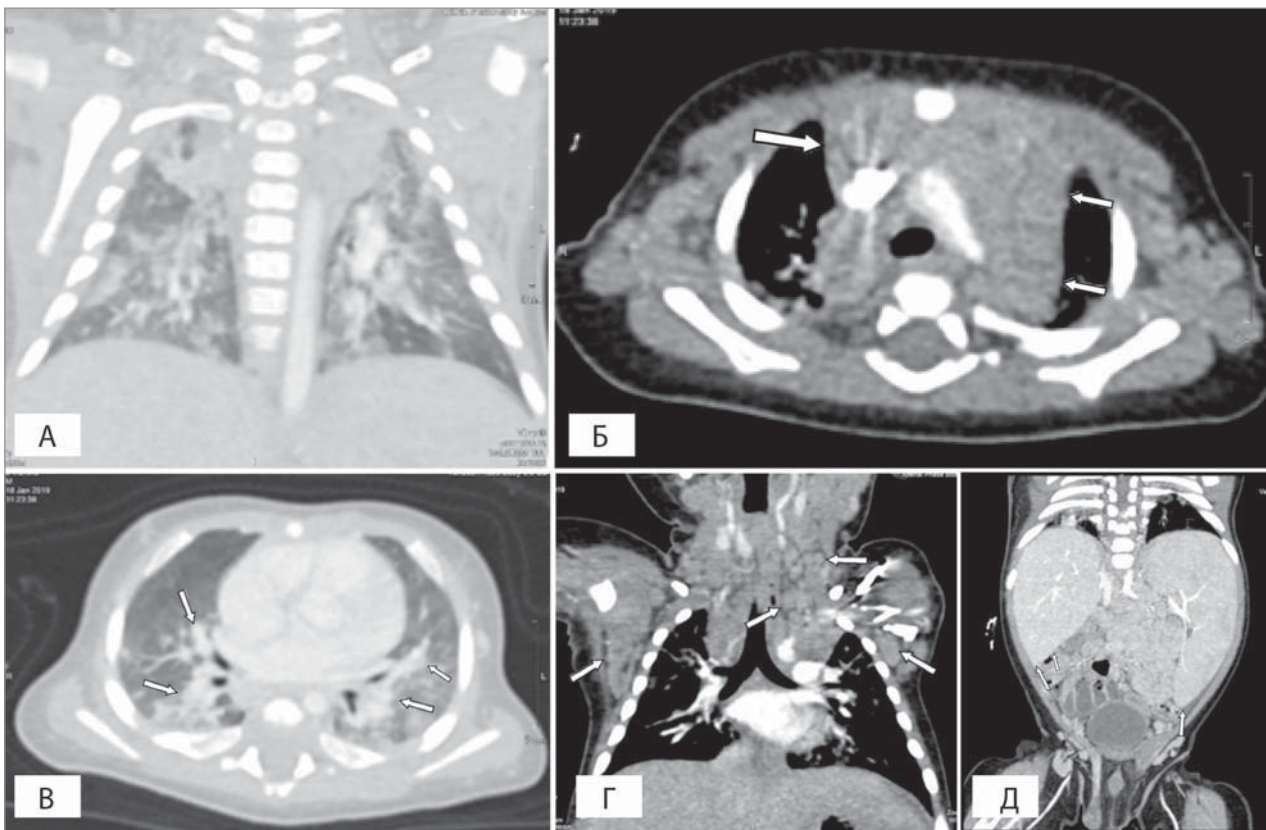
Комп'ютерна томографія у пацієнт №3: а — ділянки ущільнення легеневої тканини та пухлинна маса у середостінні; б — пухлинна маса у середостінні; в — ділянки ущільнення легеневої тканини; г — шийна аксилярна лімфаденопатія; д - гепатоспленомегалія
